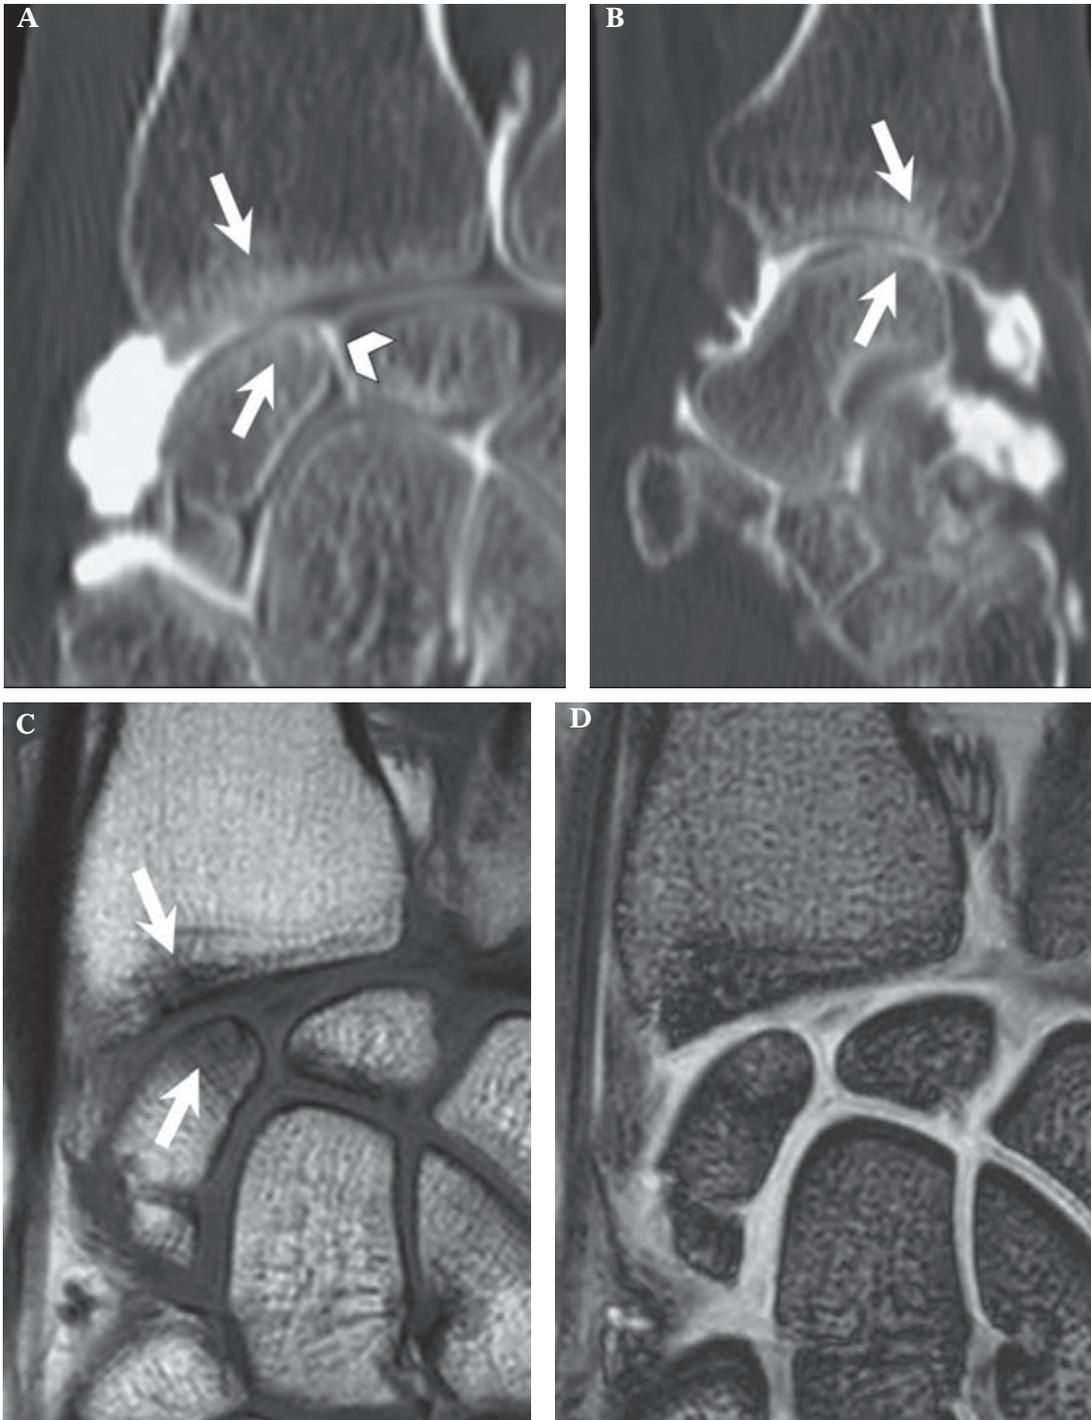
Arthrose radio-scaphoïdienne sur les reformations coronale (A) et sagittale (B) de l'arthroscanner et les coupes coronales en T1 écho de spin (C) et T2* (D) de l'IRM standard. L'amincissement cartilagineux et la sclérose sous-chondrale (flèches) sont évidents en arthroscanner mais plus difficiles à voir en IRM. Il s'agit de modifications de type SLAC ("scapholunate advanced collapse") attribuable à la déchirure du ligament scapho-lunaire (tête de flèche).
